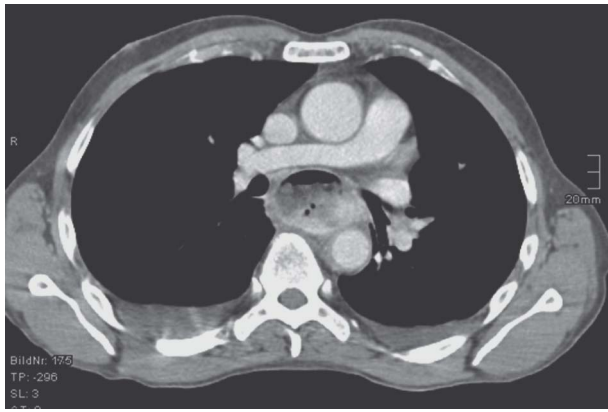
KM-unterstütztes CT als Ausgangsbefund (10/2010): Ausgedehnte tumoröse Raumforderung mit einer Wanddicke von bis zu 4 cm.
